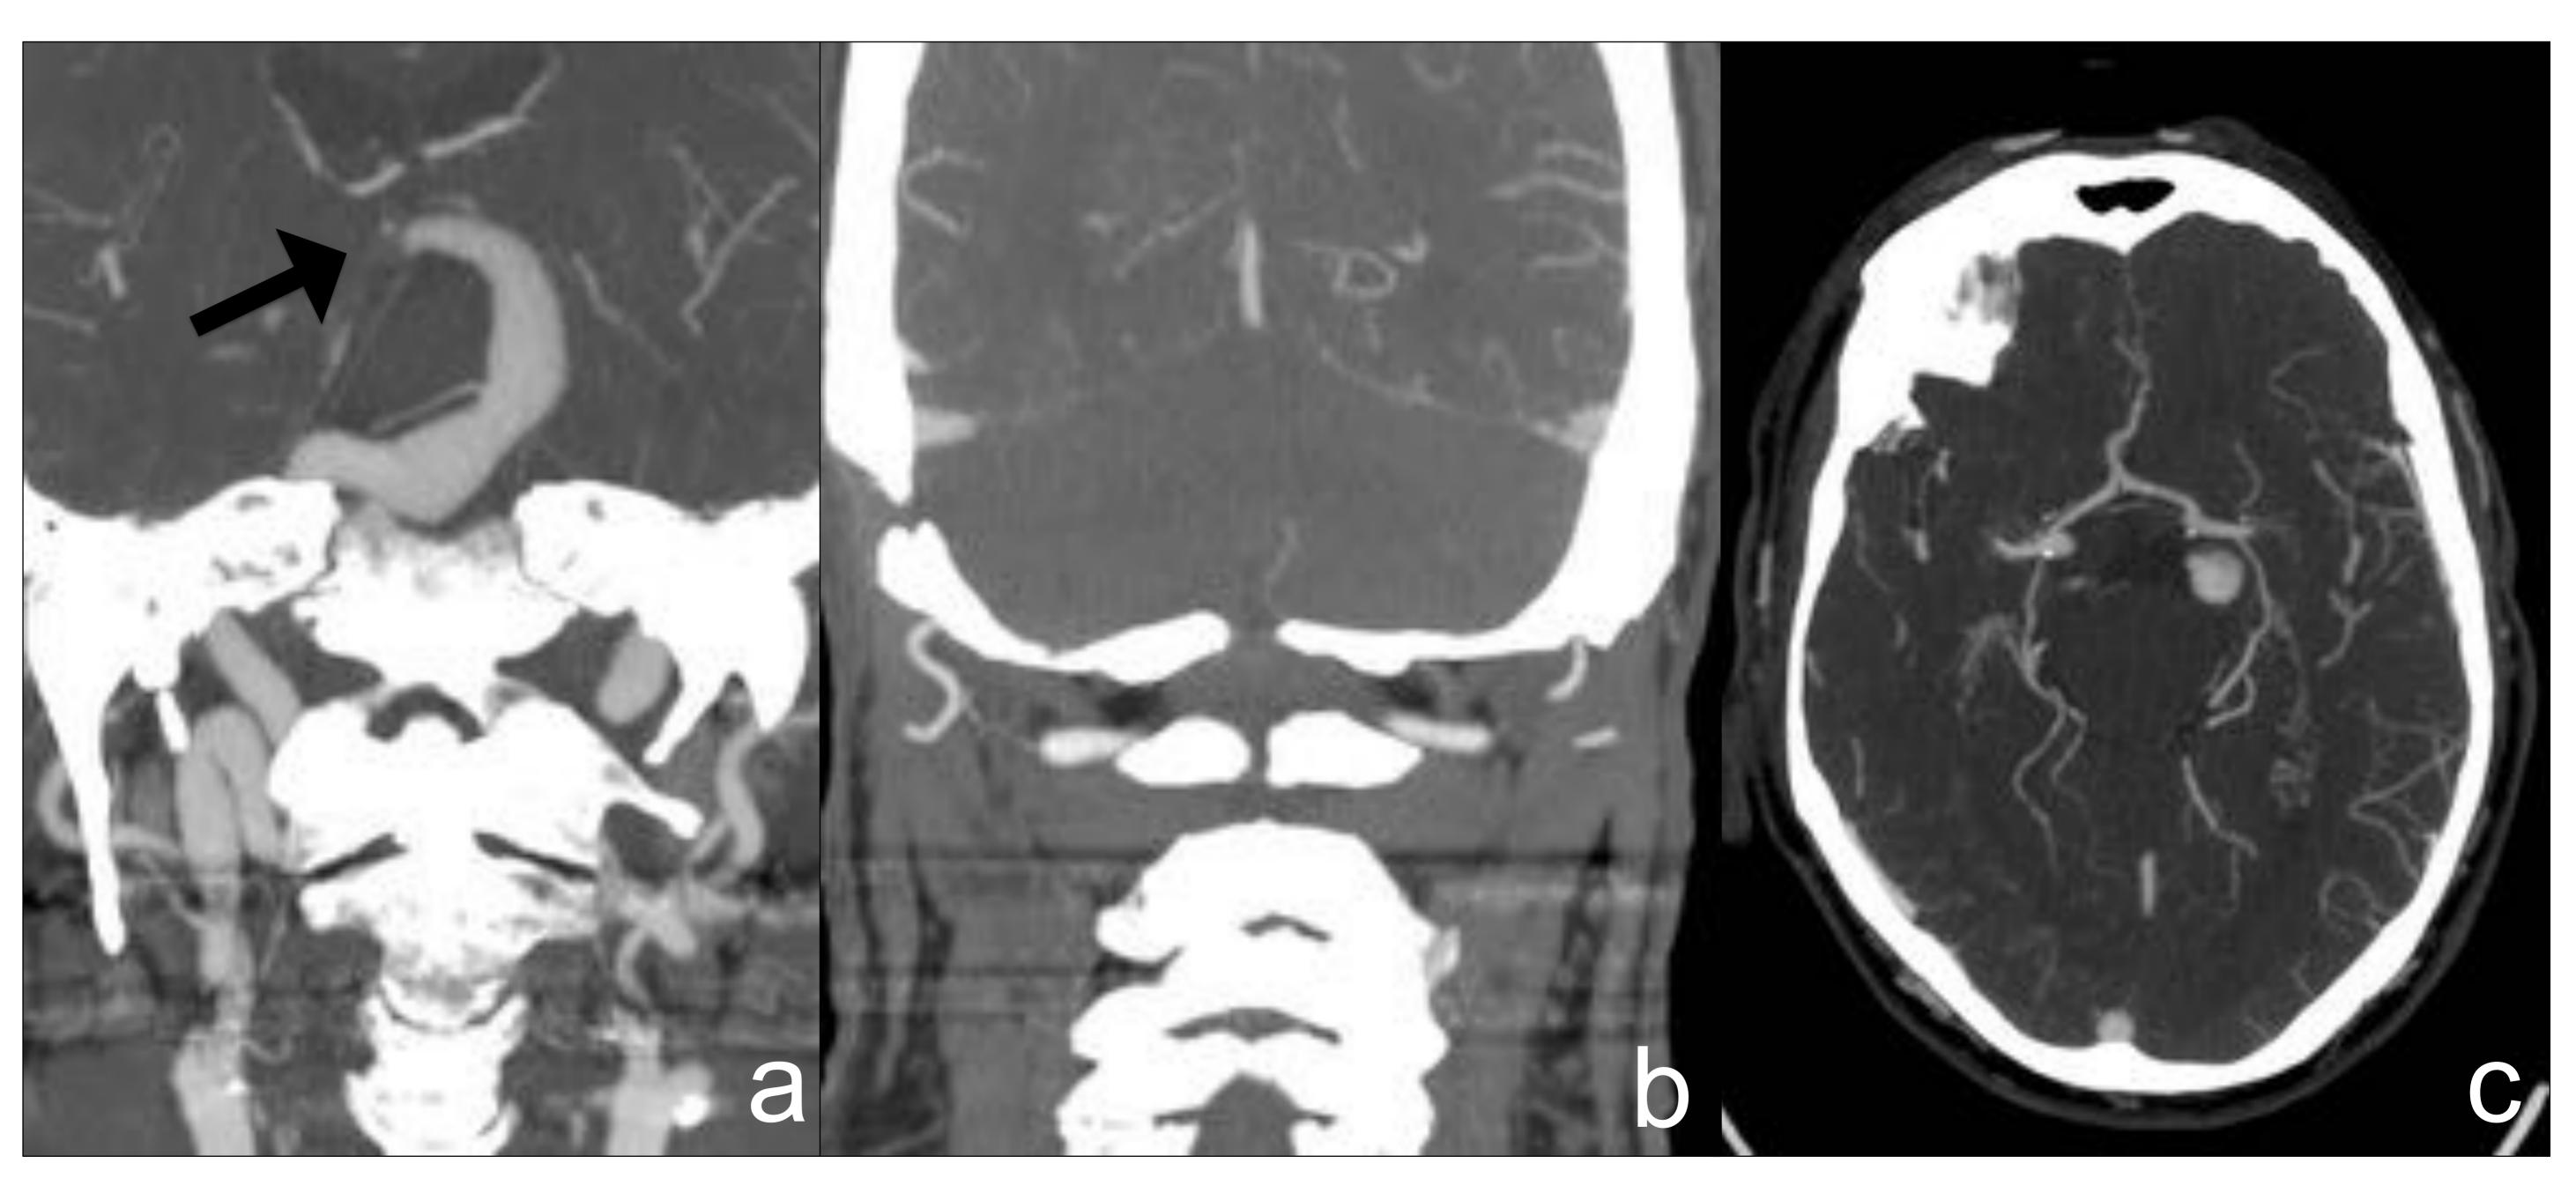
Paciente de 69 años hipertenso con buen control que es traído al servicio de urgencias por perdida de nivel de consciencia brusca y hemiparesia derecha, sin respuesta a estímulos. Glasgow: 6/15. NIHSS: 17 puntos. Se realiza TC s/c i.v. y angioTC de cráneo. El TC basal no mostró lesiones hemorrágicas ni otras anormalidades parenquimatosas (no mostrado). a) AngioTC de TSA, reconstrucción MIP coronal oblícua. Dolicoectasia basilar y vertebral derecha, con trombosis oclusiva distal (flecha negra). Diámetro máximo a nivel pontino de 14 mm (no mostrado). b) AngioTC de TSA, reconstrucción MIP coronal oblícua en territorio posterior. Significativa disminución de vascularización cerebelosa. c) AngioTC de TSA, reconstrucción MIP axial oblícua. Nótese la permeabilidad de ambas arterias cerebrales posteriores.
